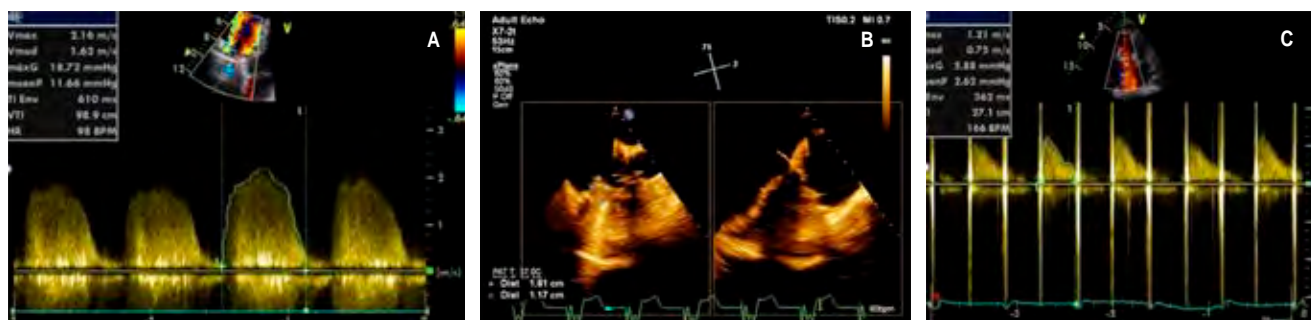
A) Ecocardiograma a nivel prótesis tricuspídea. B) ECOTE, presencia de trombo de 1.81 x 1.1 cm a nivel de válvula tricuspídea. C) Ecocardiograma postfibrinólisis con disminución de gradiente protésicos.
